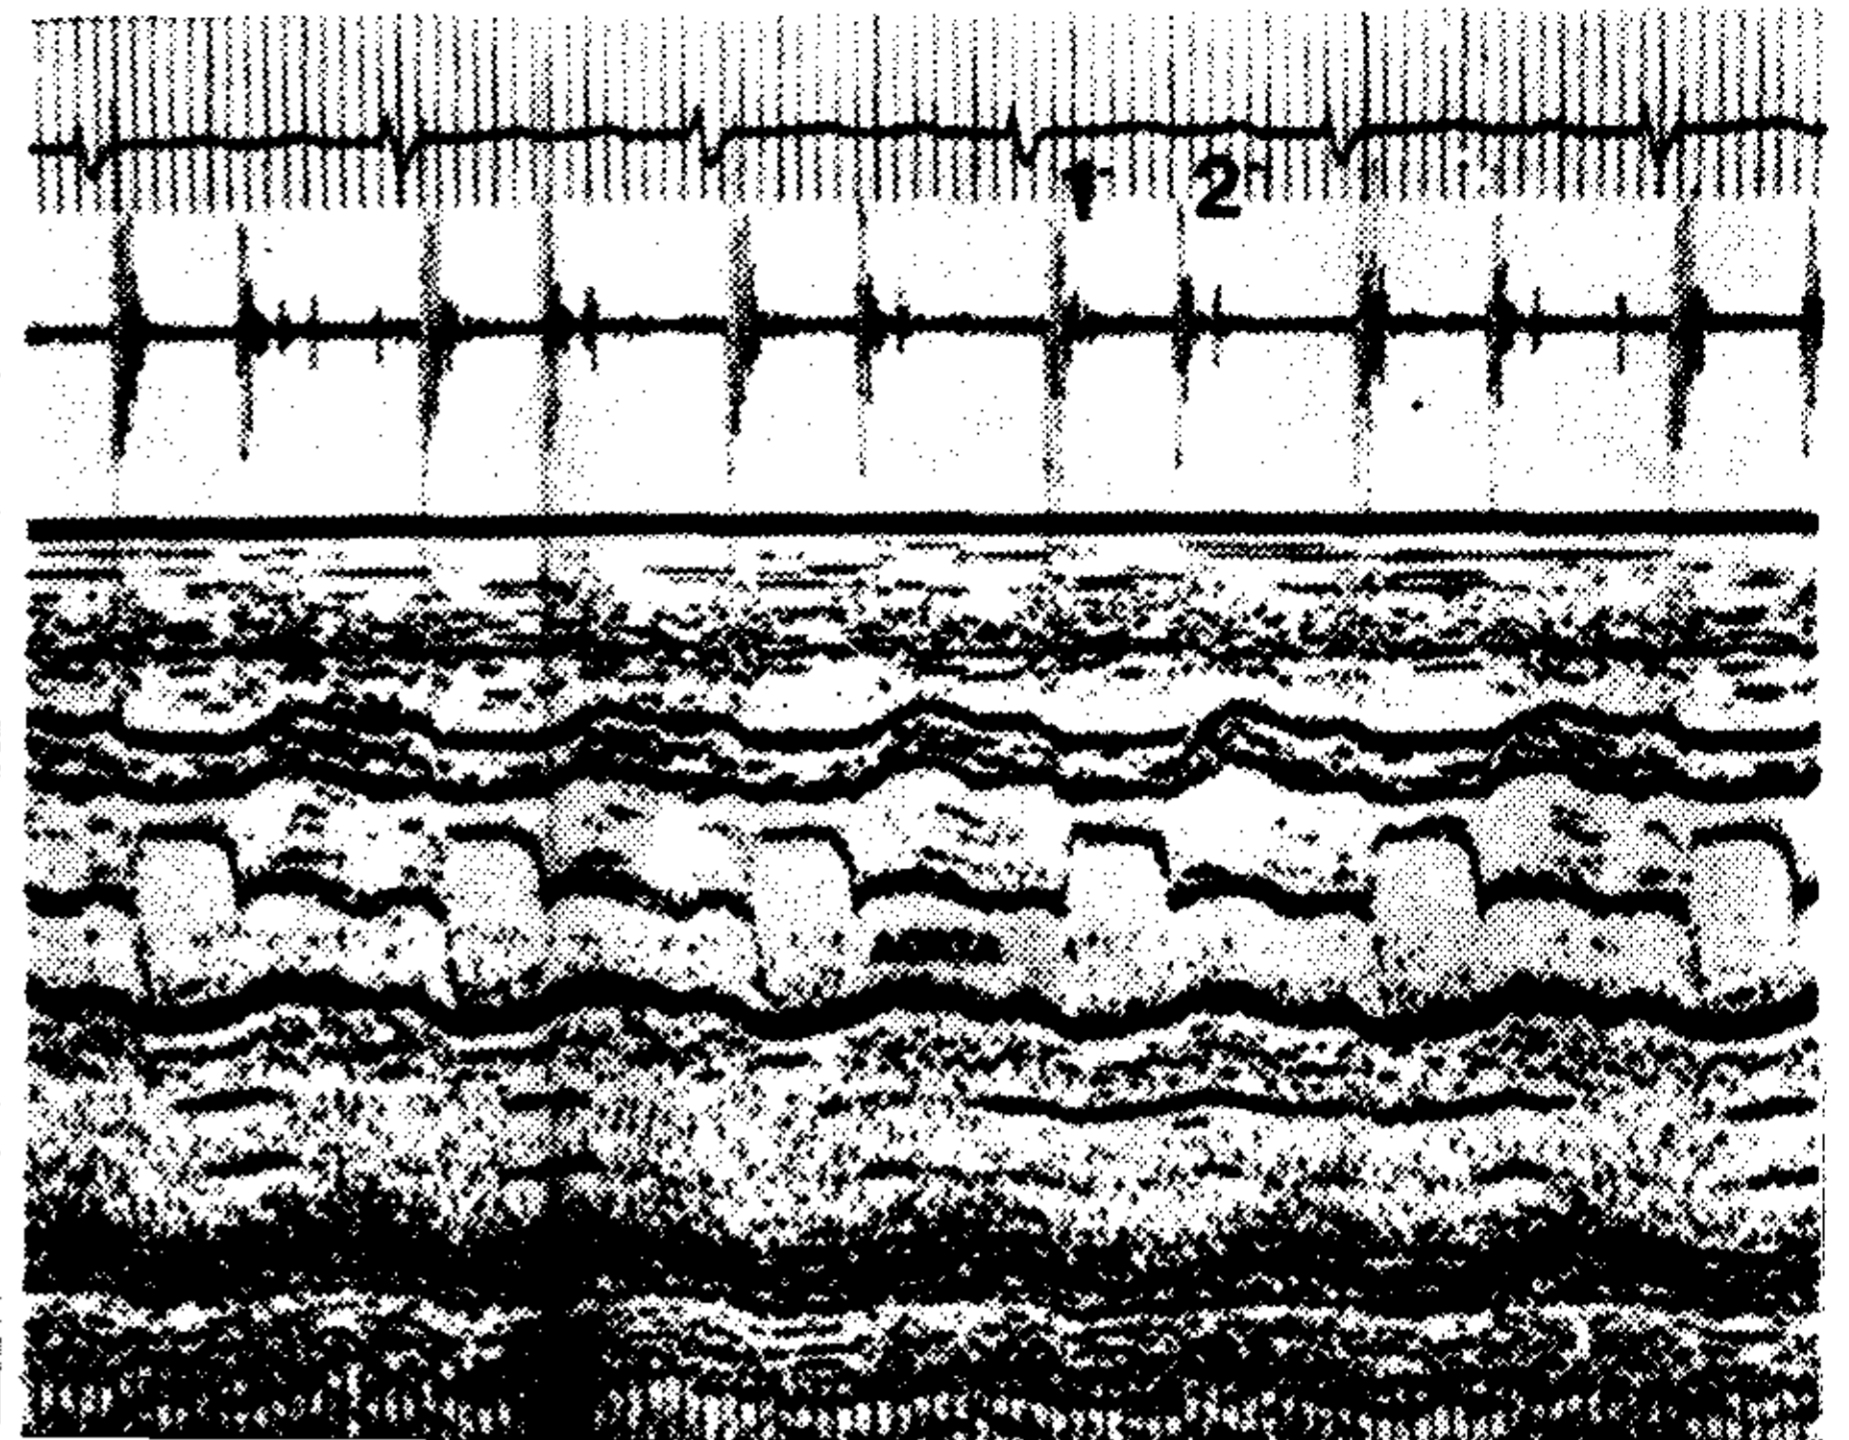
b. Ecocardiograma y fono postoperatorio. Se observa la diferencia de motilidad de las sigmoideas aórticas con respecto a las pulmonares ocluidas.
